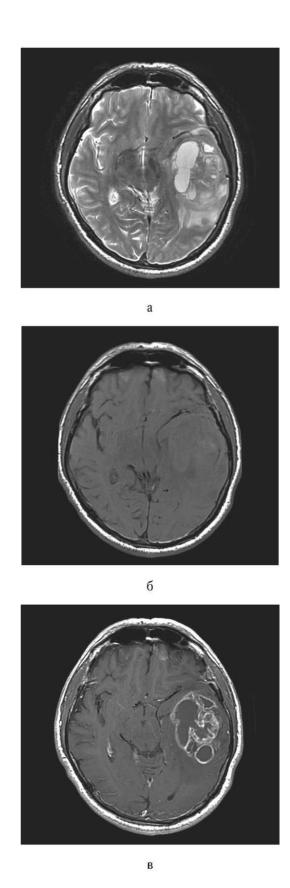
Магнитно-резонансная томография в режиме T2 (а), T1 (б) до и T1 (в) после внутривенного контрастного усиления выявляет внутримозговую злокачественную опухоль (глиобла-стому) в проекции левой височной доли мозга. Дополнительное внутривенное контрастное усиление позволяет лучше визуализировать размеры и распространенность опухоли
